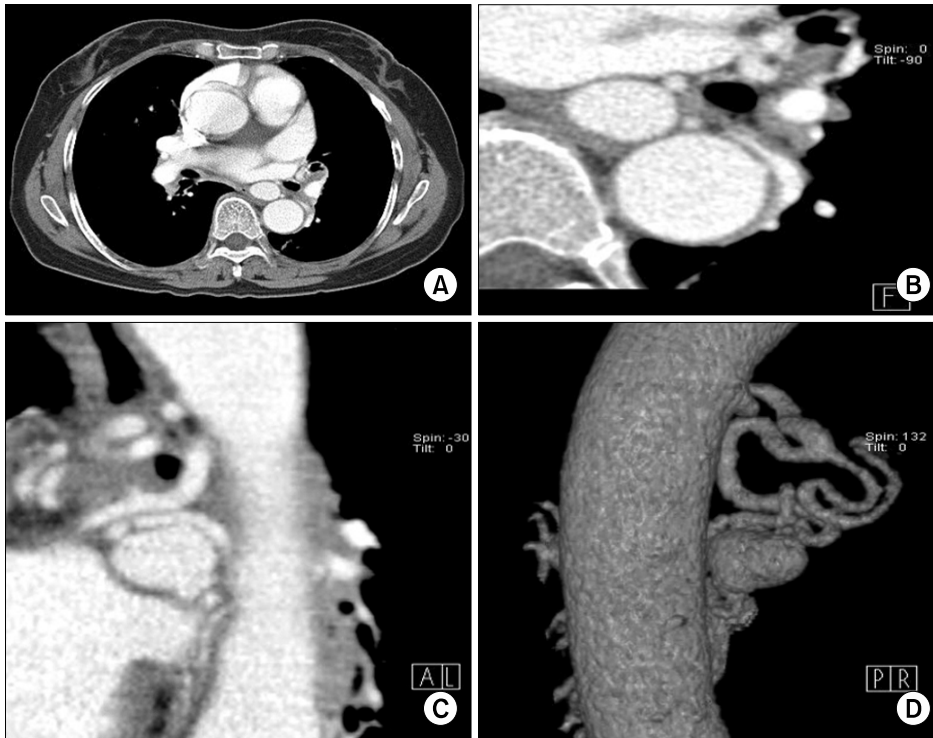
(A, B) Chest CT shows a huge bronchial artery aneurysm (BAA) in Rt. bronchial artery. About 2 cm sized, well-defined, mass is noted in right middle lobe area on axial image. (C) On oblique coronal MPR view, right bronchial artery is originated from thoracic aorta, and BAA is seen in left side of its branch. (D) VRT image demonstrates vascular structure between Rt. bronchial artery and BAA.
